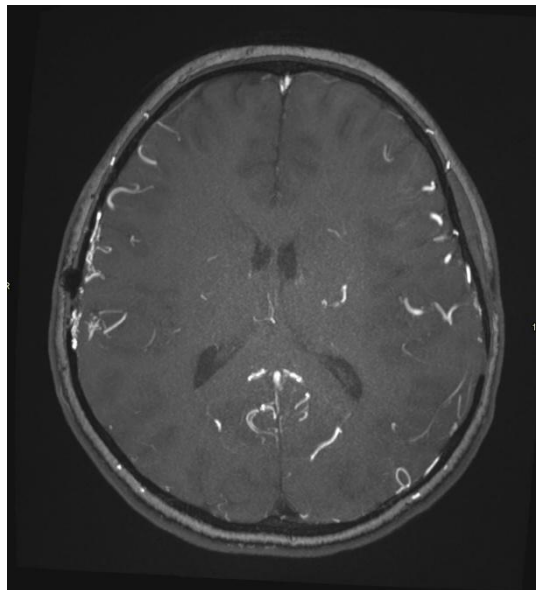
Ejemplo de RM en paciente con enfermedad de Moyamoya
